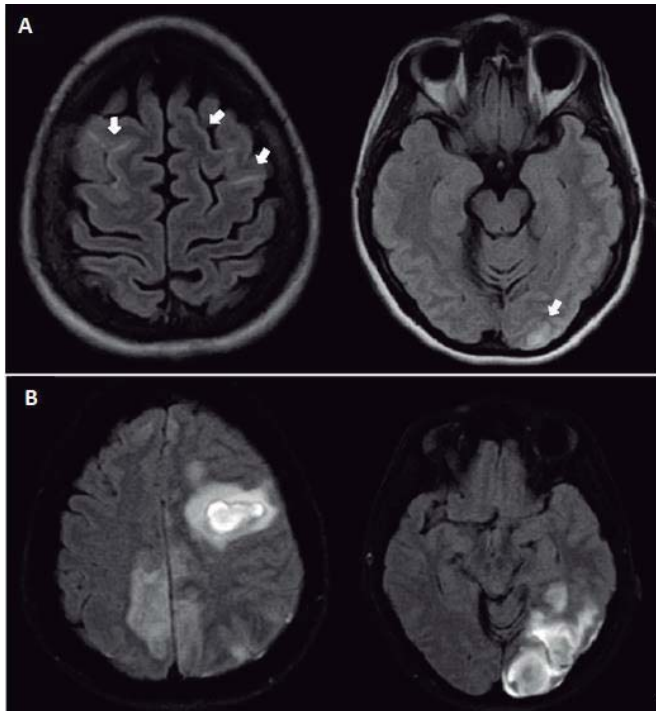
Resonancia magnética inicial (A) documenta en secuencia FLAIR zonas hiperintensas a nivel cortical bifrontal alto y occipital izquierda, compatibles con hemorragias corticales subaracnoideas. En el estudio de control (B), los focos de sangrado cortical presentan transformación a hemorragias corticales bien definidas.
